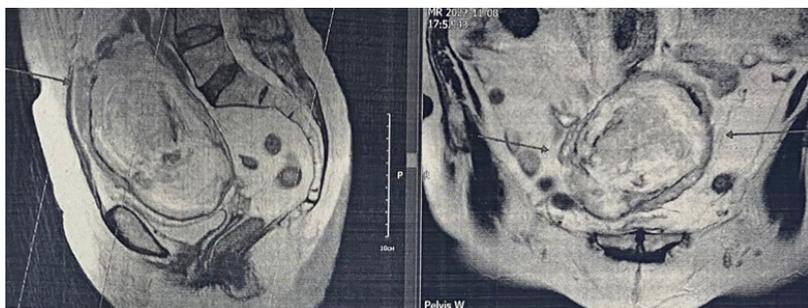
Магнитно-резонансная томограмма органов малого таза.
